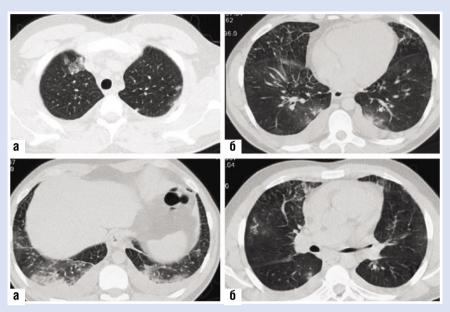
КТ грудной клетки: а – снижение прозрачности по типу «матового стекла», б – диффузное уплотнение интерстициальной ткани
